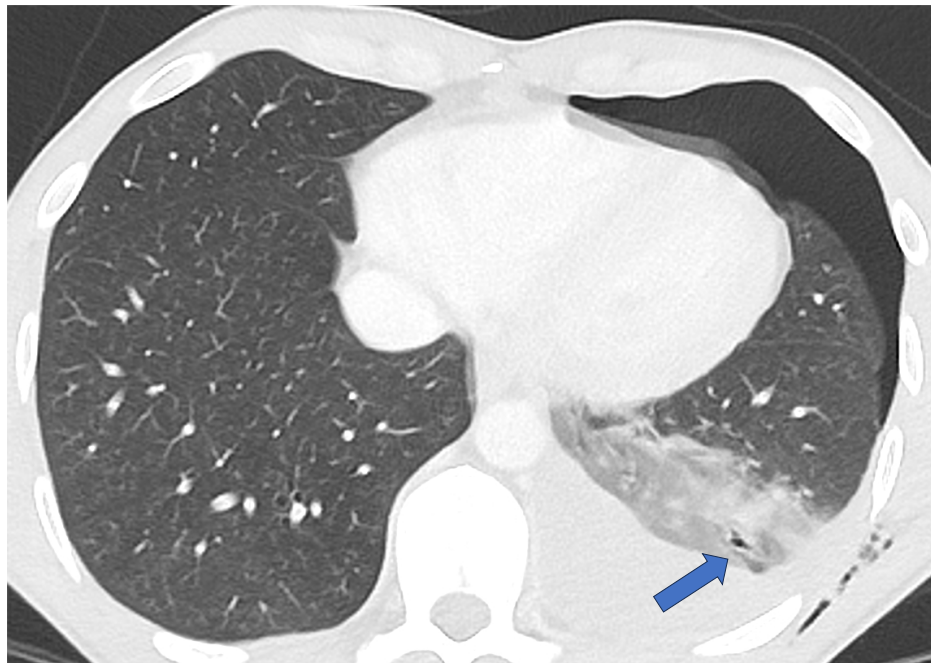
TC corte axial. Paciente con herida penetrante. Se observa una pequeña laceración basal izquierda (flecha). Además, presenta neumotórax y hemotórax izquierdo con enfisema subcutáneo.
